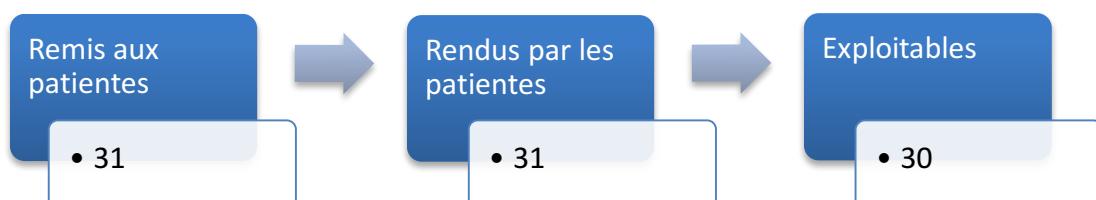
Nombre de questionnaires des centres de radiologie et échographie
